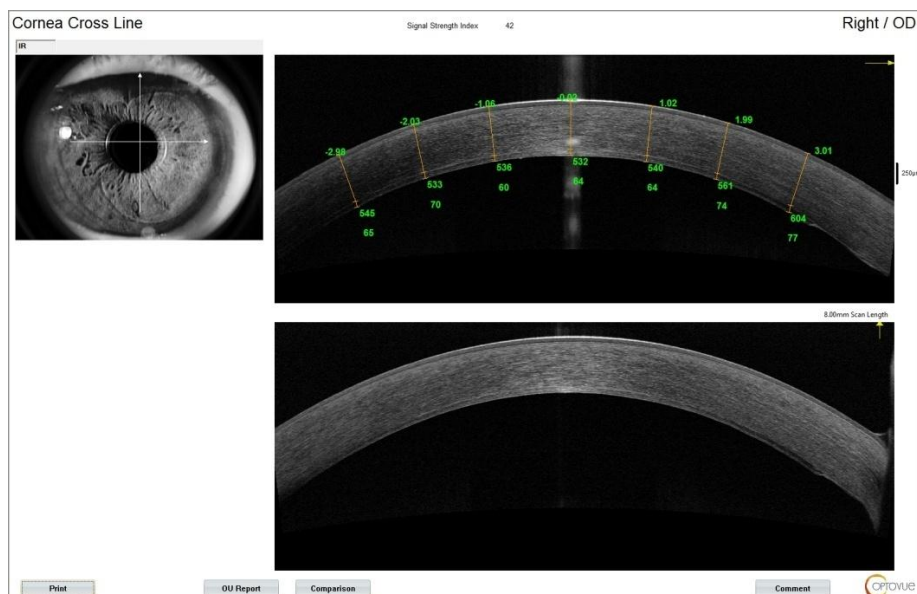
Оптическая когерентная томография глаза пациента А., 76 лет. 12 месяцев после операции ФЛ-ЗПК+ФЭК+ИОЛ. Полное прилегание трансплантата, равномерная толщина выкроенного трансплантата, толщина трансплантата в центре 64 мкм
